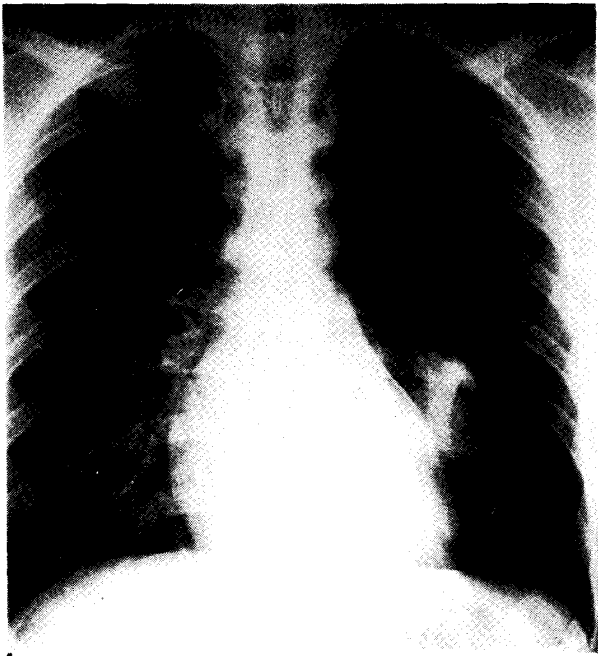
Case 3*; A 20-year-old man with left spontaneous pneumothorax for 4 days. Chest X-ray film with completely collapsed lung on admission (July 19, '72).
